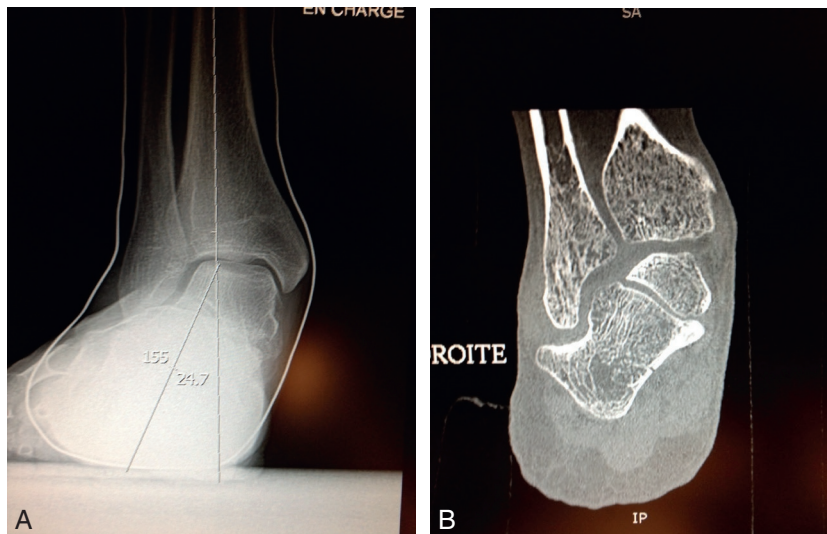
Radiographie d'une cheville en dôme avec valgus majeur sur la radiographie standard (a) et image CT-scanner caricaturale d'une néoarthrification entre la malléole fibulaire et la face latérale du calcanéus.(b).
